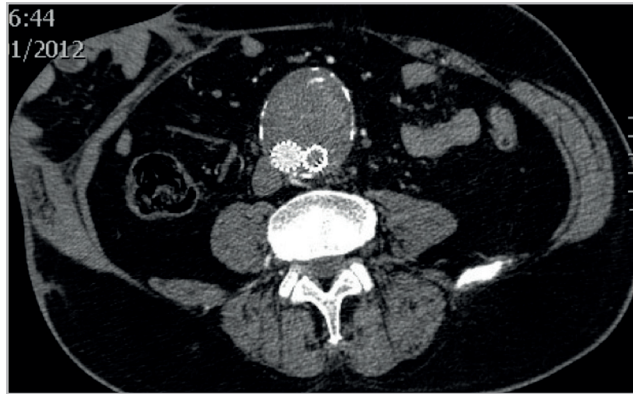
Trombosis. Corte axial de tomografía computada por debajo de la bifurcación aórtica. Se identifica endoprótesis biliaca con aneurisma excluido. Opacificación satisfactoria de la arteria ilíaca derecha con el medio de contraste y ausencia de realce en la arteria ilíaca izquierda por trombosis.
